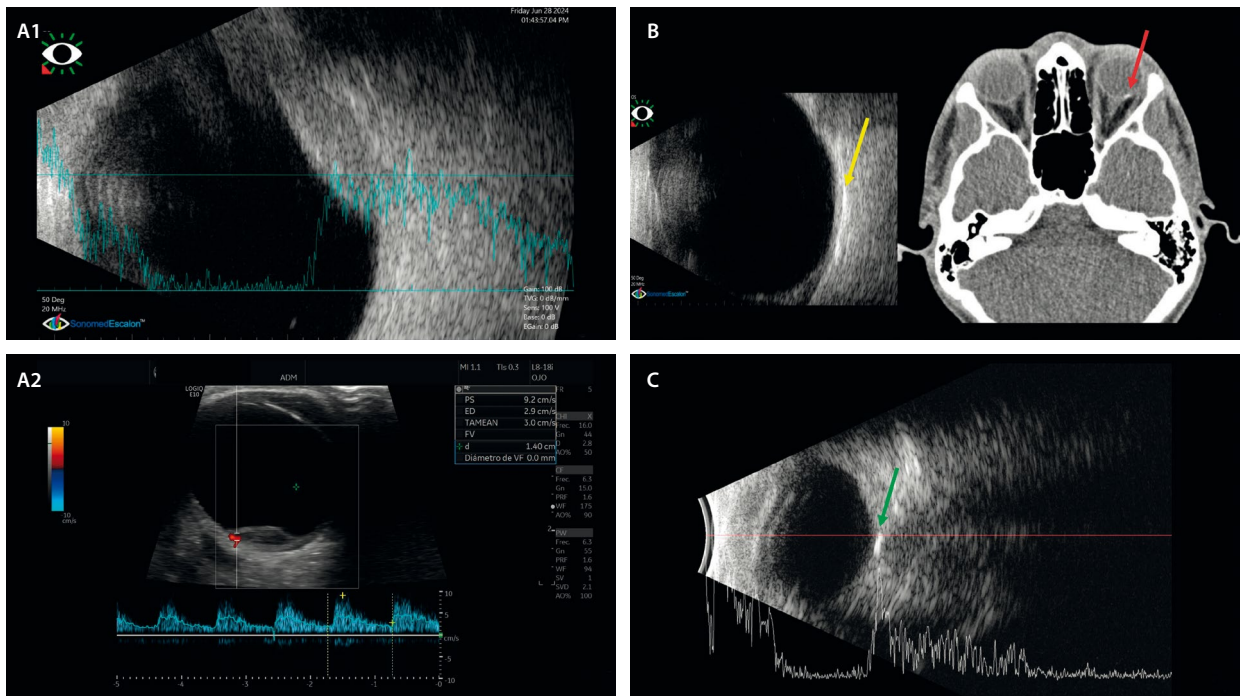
Ejemplos donde la ecografía es útil. A1 y A2) Imagen ultrasónica de una metástasis ocular con eco alto en modo A y ecos internos de reflectividad medio-alta. En el modo B, se observa una imagen nodular de reflectividad media-alta sin excavación corioidea. Puede mostrar vascularización en el Doppler. B) Ecografía en modo B de un osteoma osteoide donde el tejido «óseo» se observa como una placa hiperecogénica peripapilar (flecha amarilla). Se corresponde como un área hiperdensa en la tomografía computarizada. C) Evaluación ecográfica de unas drusas del nervio óptico que se aprecian como una lesión hiperreflectiva en el modo B (flecha verde), correspondien-do con un pico hiperreflectivo en el modo A.
